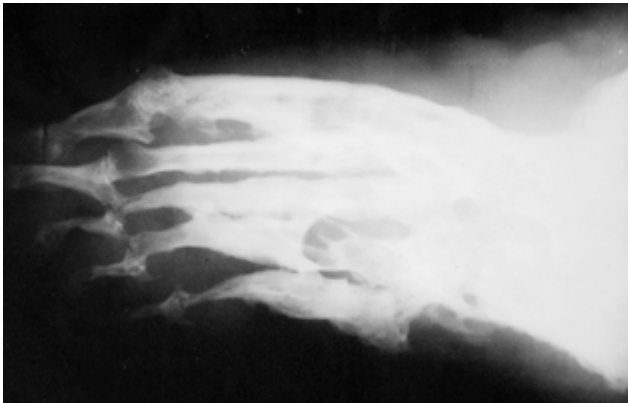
Radiographie osseuse du pied droit. Importante atteinte ostéolytique avec aspect « en radis ».
